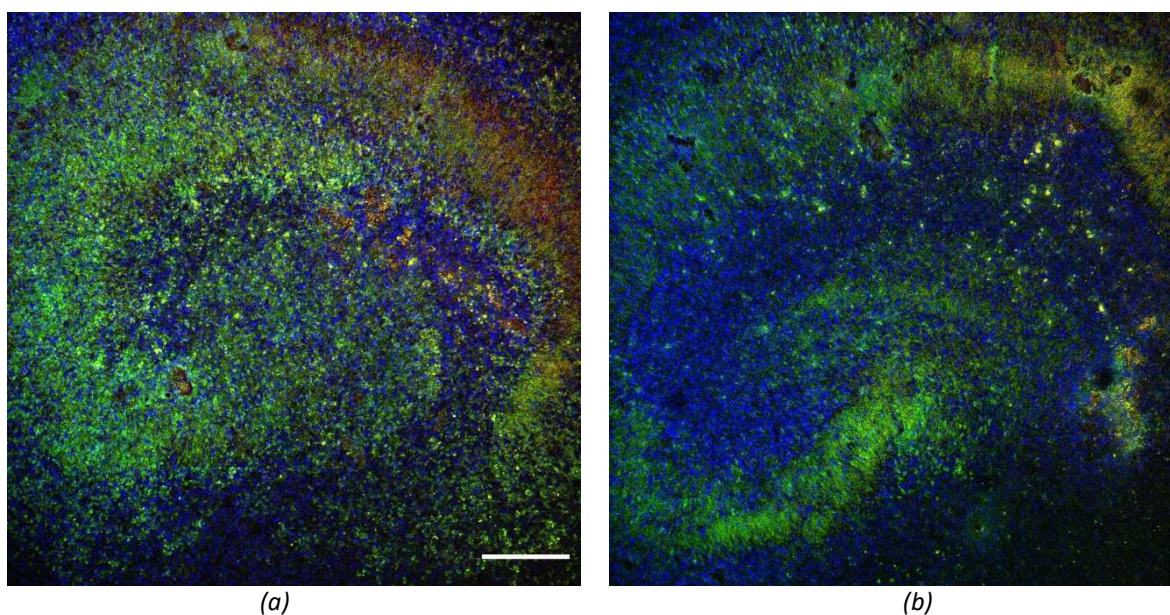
Imagens representativas utilizadas para obter os dados quantitativos. (a) tecido exposto por 7 dias de cultura em meio normal (CT), (b) tecido exposto por 7 dias em meio de cultura sem tiamina (ST). Em verde, marcação para neurônio (anti-NeuN), em vermelho, marcação para BDNF (anti-BDNF). Em azul, núcleo de todas as células (DAPI). A linha horizontal branca representa 200 μm .
